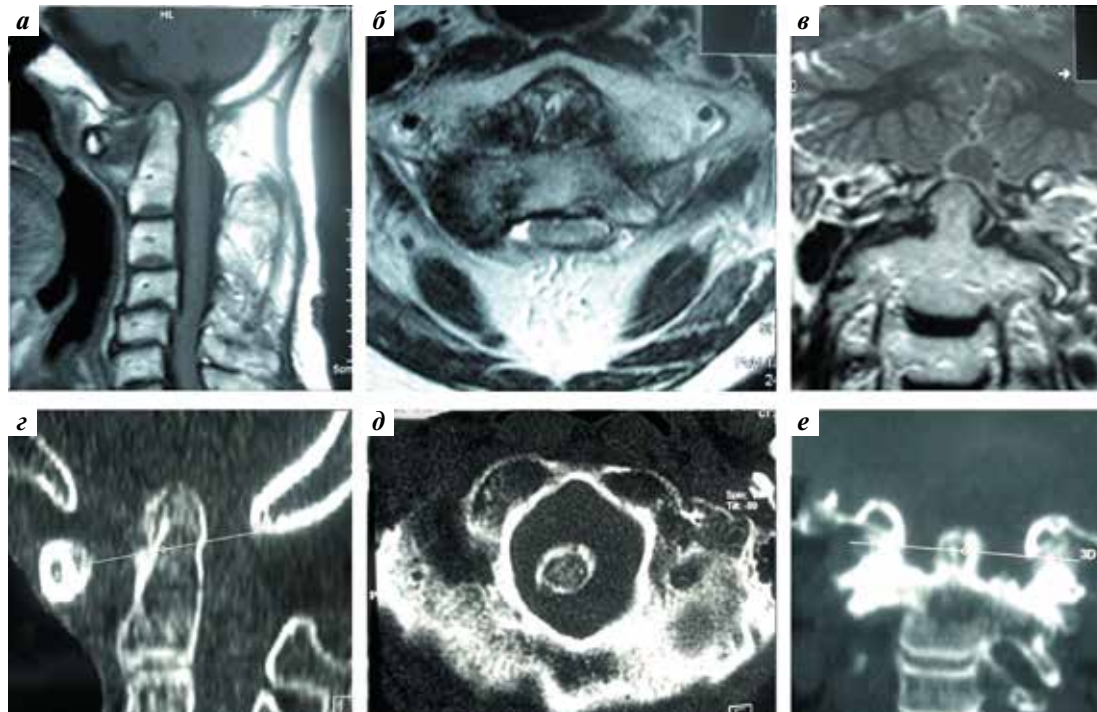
Взаимоотношение структур краниовертебральной области: а – магнитно-резонансная томограмма в сагиттальной проекции; б – магнитно-резонансная томограмма в аксиальной проекции на уровне большого затылочного отверстия (БЗО); в – магнитно-резонансная томограмма в коронарной проекции на уровне БЗО; г – спиральная компьютерная томограмма в сагиттальной проекции С0-С1-С2; д – спиральная компьютерная томограмма в аксиальной проекции на уровне БЗО; е – спиральная компьютерная томограмма в коронарной проекции, конкресценция фасеточных суставов на уровне С1-С2
